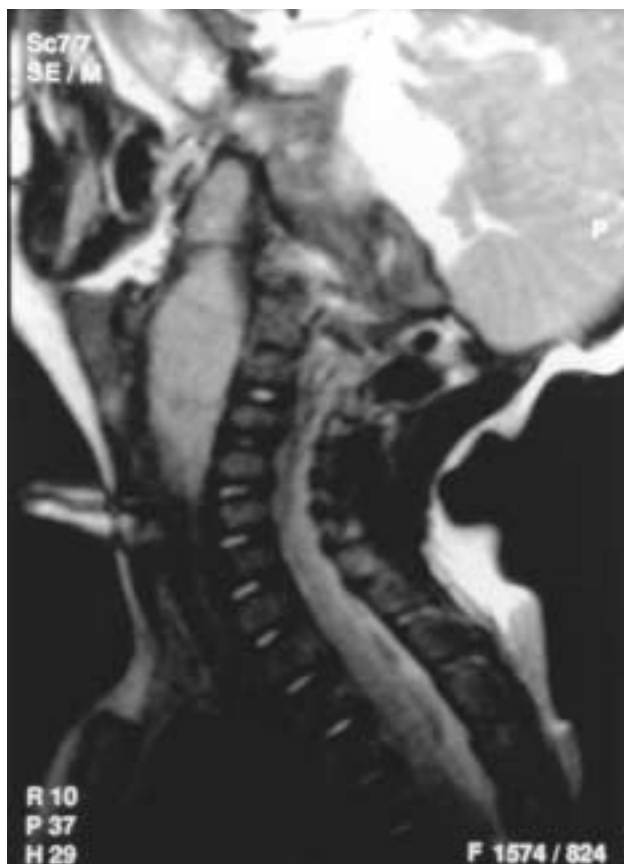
Resonancia nuclear magnética cervical que permite delimitar el neuroblastoma.
